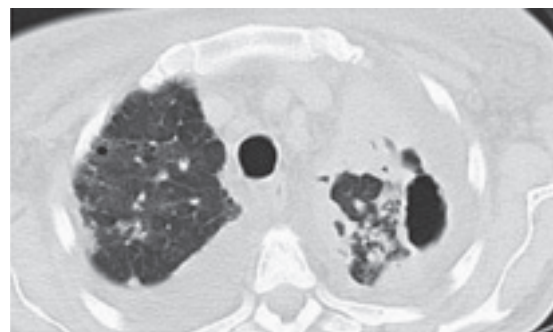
The chest CT scan showed old lesions in the right upper lobe and a cavity in the left upper lobe. Bilateral pleural effusions were seen.
